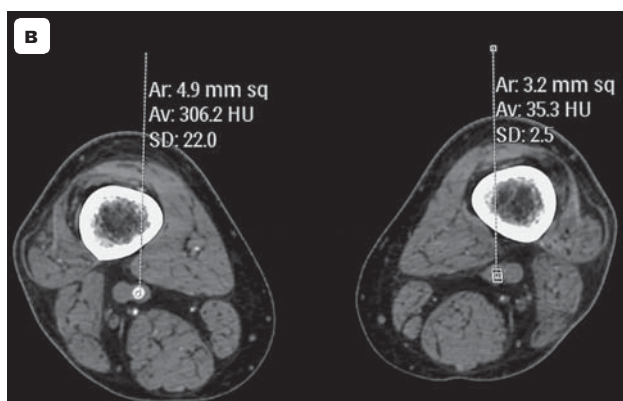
5.9. Оптимальная задержка для всего тела, МСКТ-ангиография.
